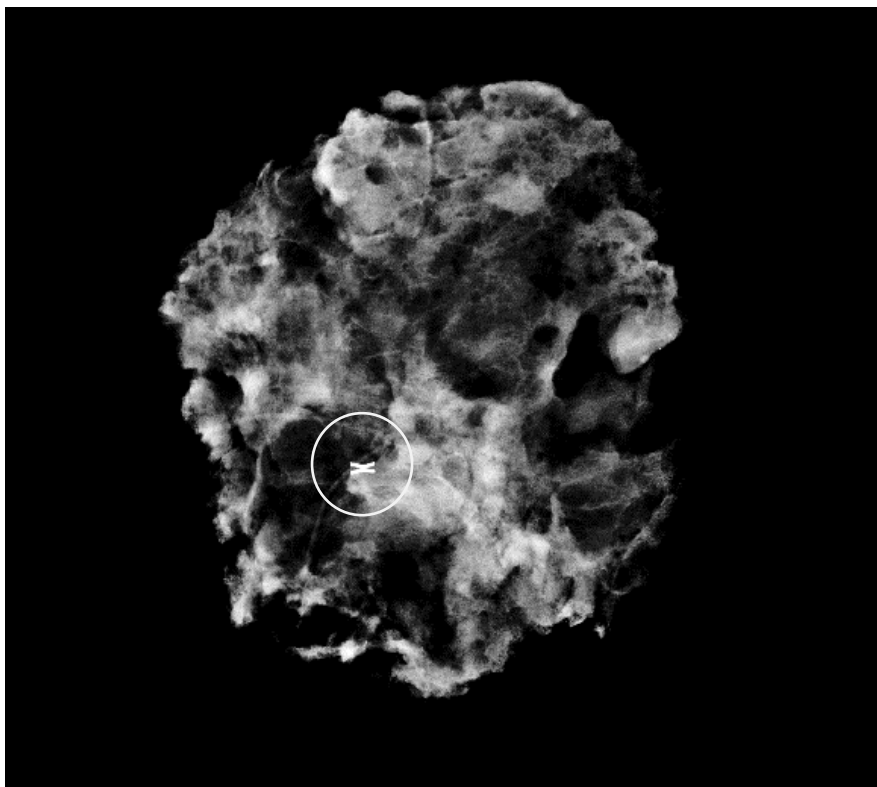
Визуализация рентгеноконтрастных меток в тканях удаленного образца (оригинальный рисунок).
